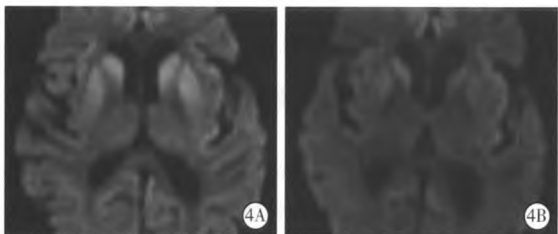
横轴位 DWI 示 1 例 CJD 患者入院 20 d 复查 DWI 双侧纹状体高信号影(图 4B)较入院时(图 4A)明显减轻
